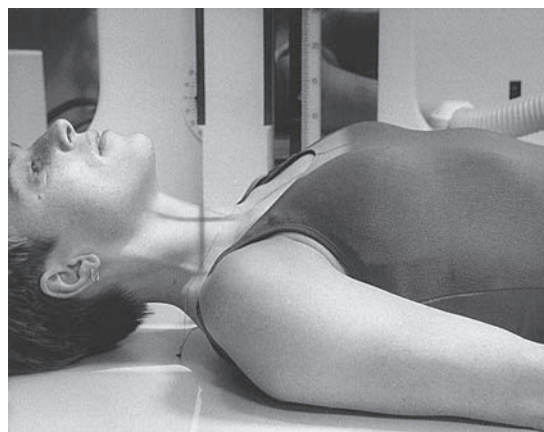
Пространственное расположение шейного отдела на рентгенограмме в передне-задней проекции.
